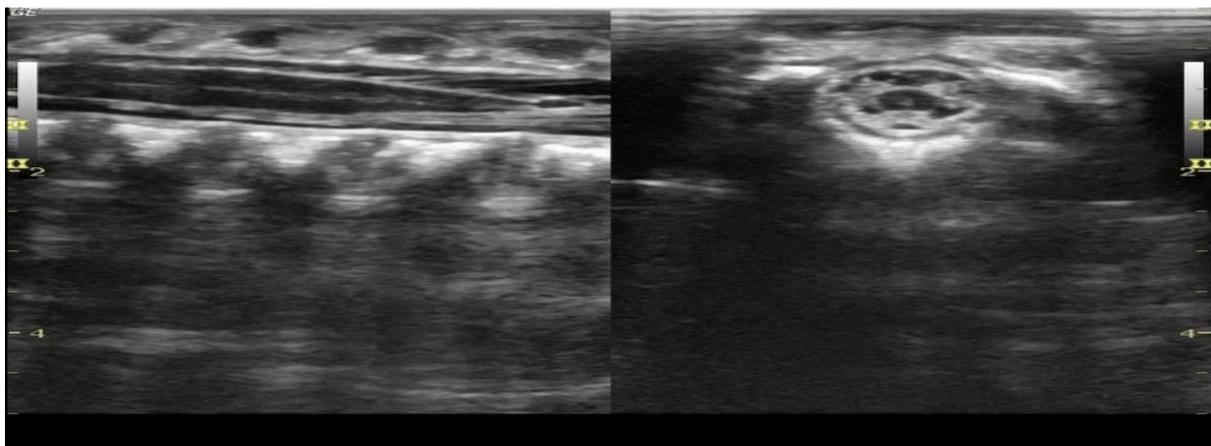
Рисунок №4. Снимок УЗИ позвоночника поясничного отдела продольный и поперечный срез. Линейный датчик 7-12 МГц.
